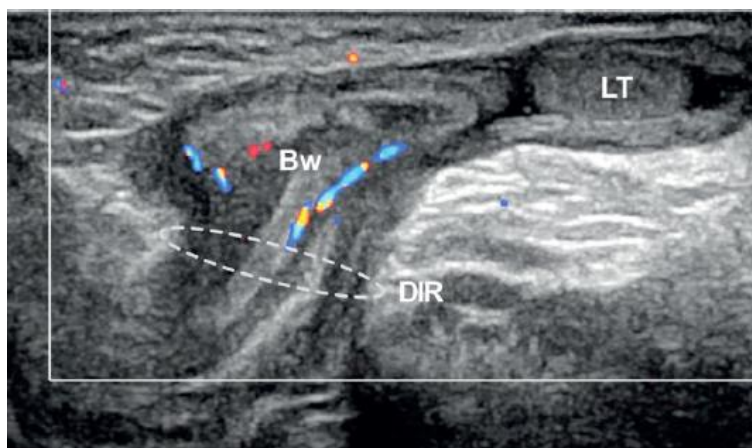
Estudio ecográfico de hernia inguinal indirecta izquierda reducible, presentada en un niño de 3 meses nacido prematuro a las 24 semanas de gestación. El estudio Doppler en proyección longitudinal del canal inguinal izquierdo muestra al intestino (Bw) herniándose a través del anillo inguinal profundo (DIR) hacia el canal inguinal. El intestino mantiene una vascularización normal. LT: testículo izquierdo.³⁹
